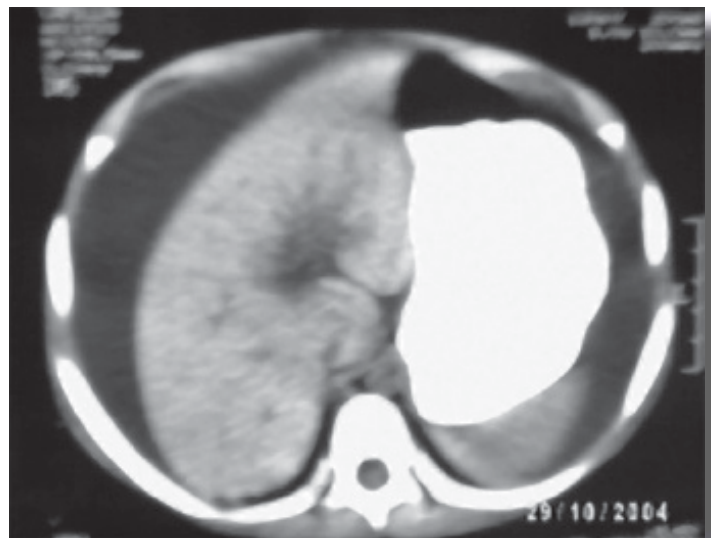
Tomografía abdominal que muestra líquido libre en cavidad (punta de flecha), de características quílosas.
